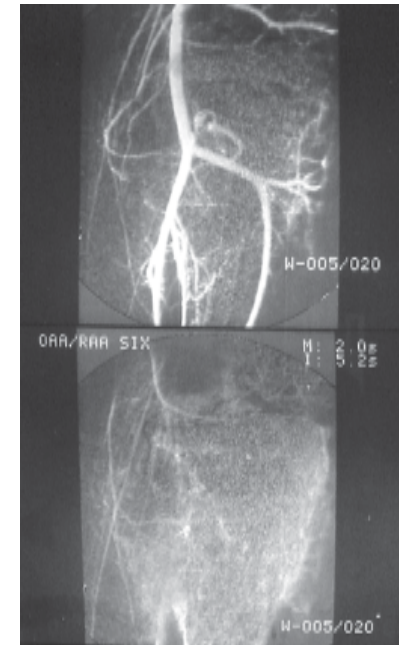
Tumor osteolítico. A: radiografía frontal de la muñeca que muestra tumor de células gigantes; B: arteriografía de tumor de células gigantes. Presencia de vasos de neoformación y captación anormal del contraste.
